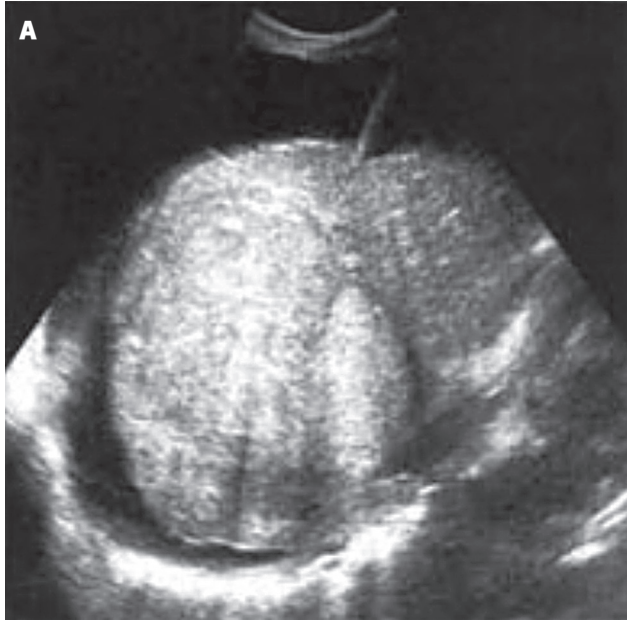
Karaciğerin yağlı tümörleri-lipom ve anjiomyolipom. A: Fokal, hiperekojen, solid kitle lezyonu. Hemanjiyom olarak düşünülmüş. B: BT ile korele edildiğinde kitlenin yağ dansitesinde olduğu anlaşıyor.
